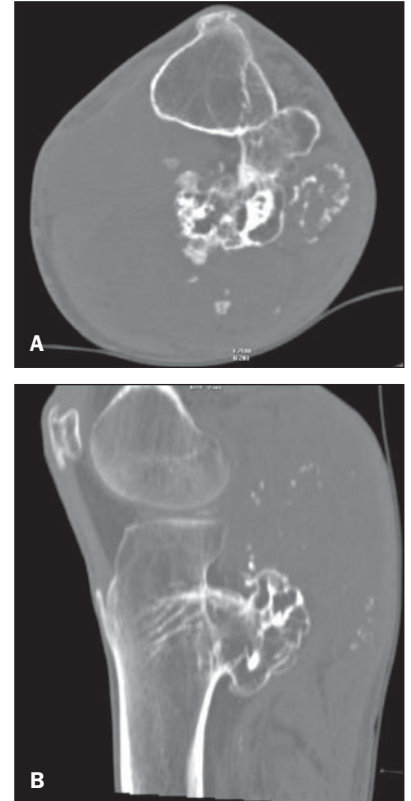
Tomografia computadorizada com reconstruções axial (A) e sagital (B).
